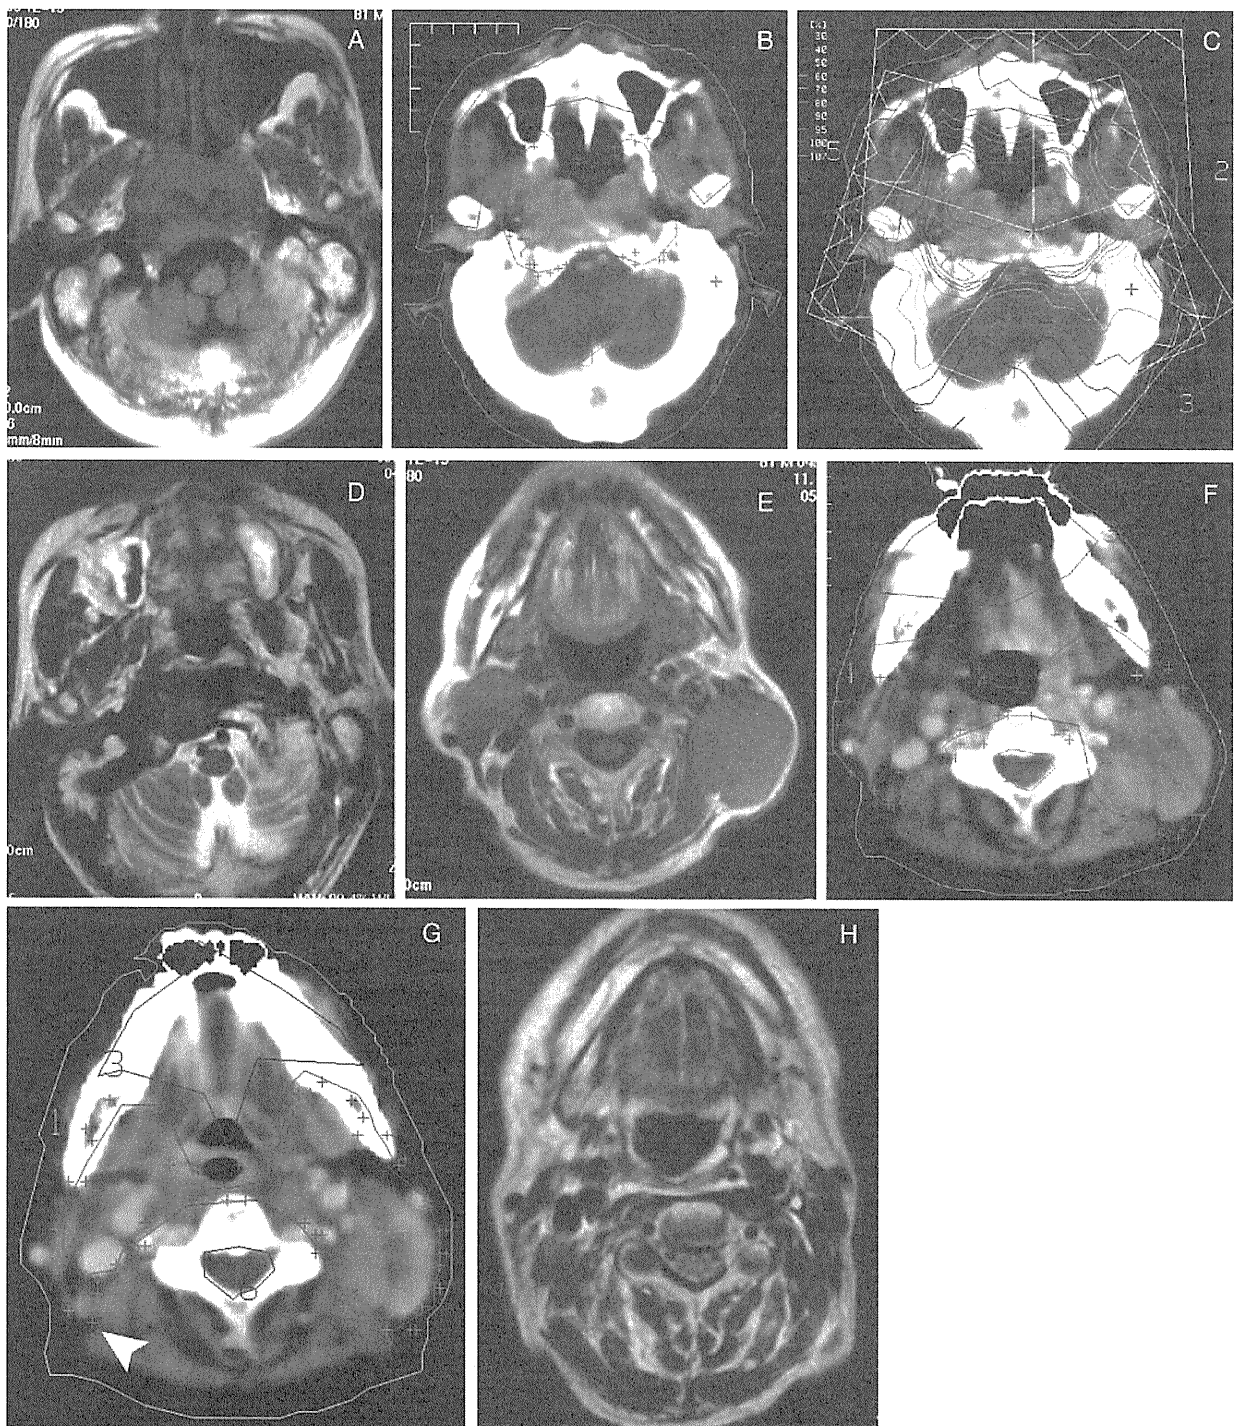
An 81-year-old man with NPC (T4N3aM0). This patient was treated with 66 Gy/35 fractions without concurrent chemotherapy. (A) MRI before IMRT showing primary tumor invading to the clivus. (B) Red line indicates PTV, which misses the right posterior edge of the clivus. (C) Isodose curves. The right posterior edge of the clivus was covered only by the 80% dose line (outer pink line). (D) Ten months after the start of IMRT, MRI showed recurrence from the right posterior edge of the clivus. No recurrence was noted on the mucosal surface of the nasopharynx. (E) MRI before IMRT showing bilateral three upper jugular neck lymph nodes (Level IIa,b). (F) Red line indicates PTV for the initial plan. (G) Red line indicates PTV for the boost plan after 47 Gy. The right posterior lymph node (Level IIb) was not included in the PTV. (H) Ten months after the start of IMRT, MRI showed recurrence from the smallest right posterior lymph node, although the other two lymph node metastases were controlled by IMRT. NPC, nasopharyngeal cancer; MRI, magnetic resonance imaging; IMRT, intensity-modulated radiotherapy; PTV, planning target volume.
